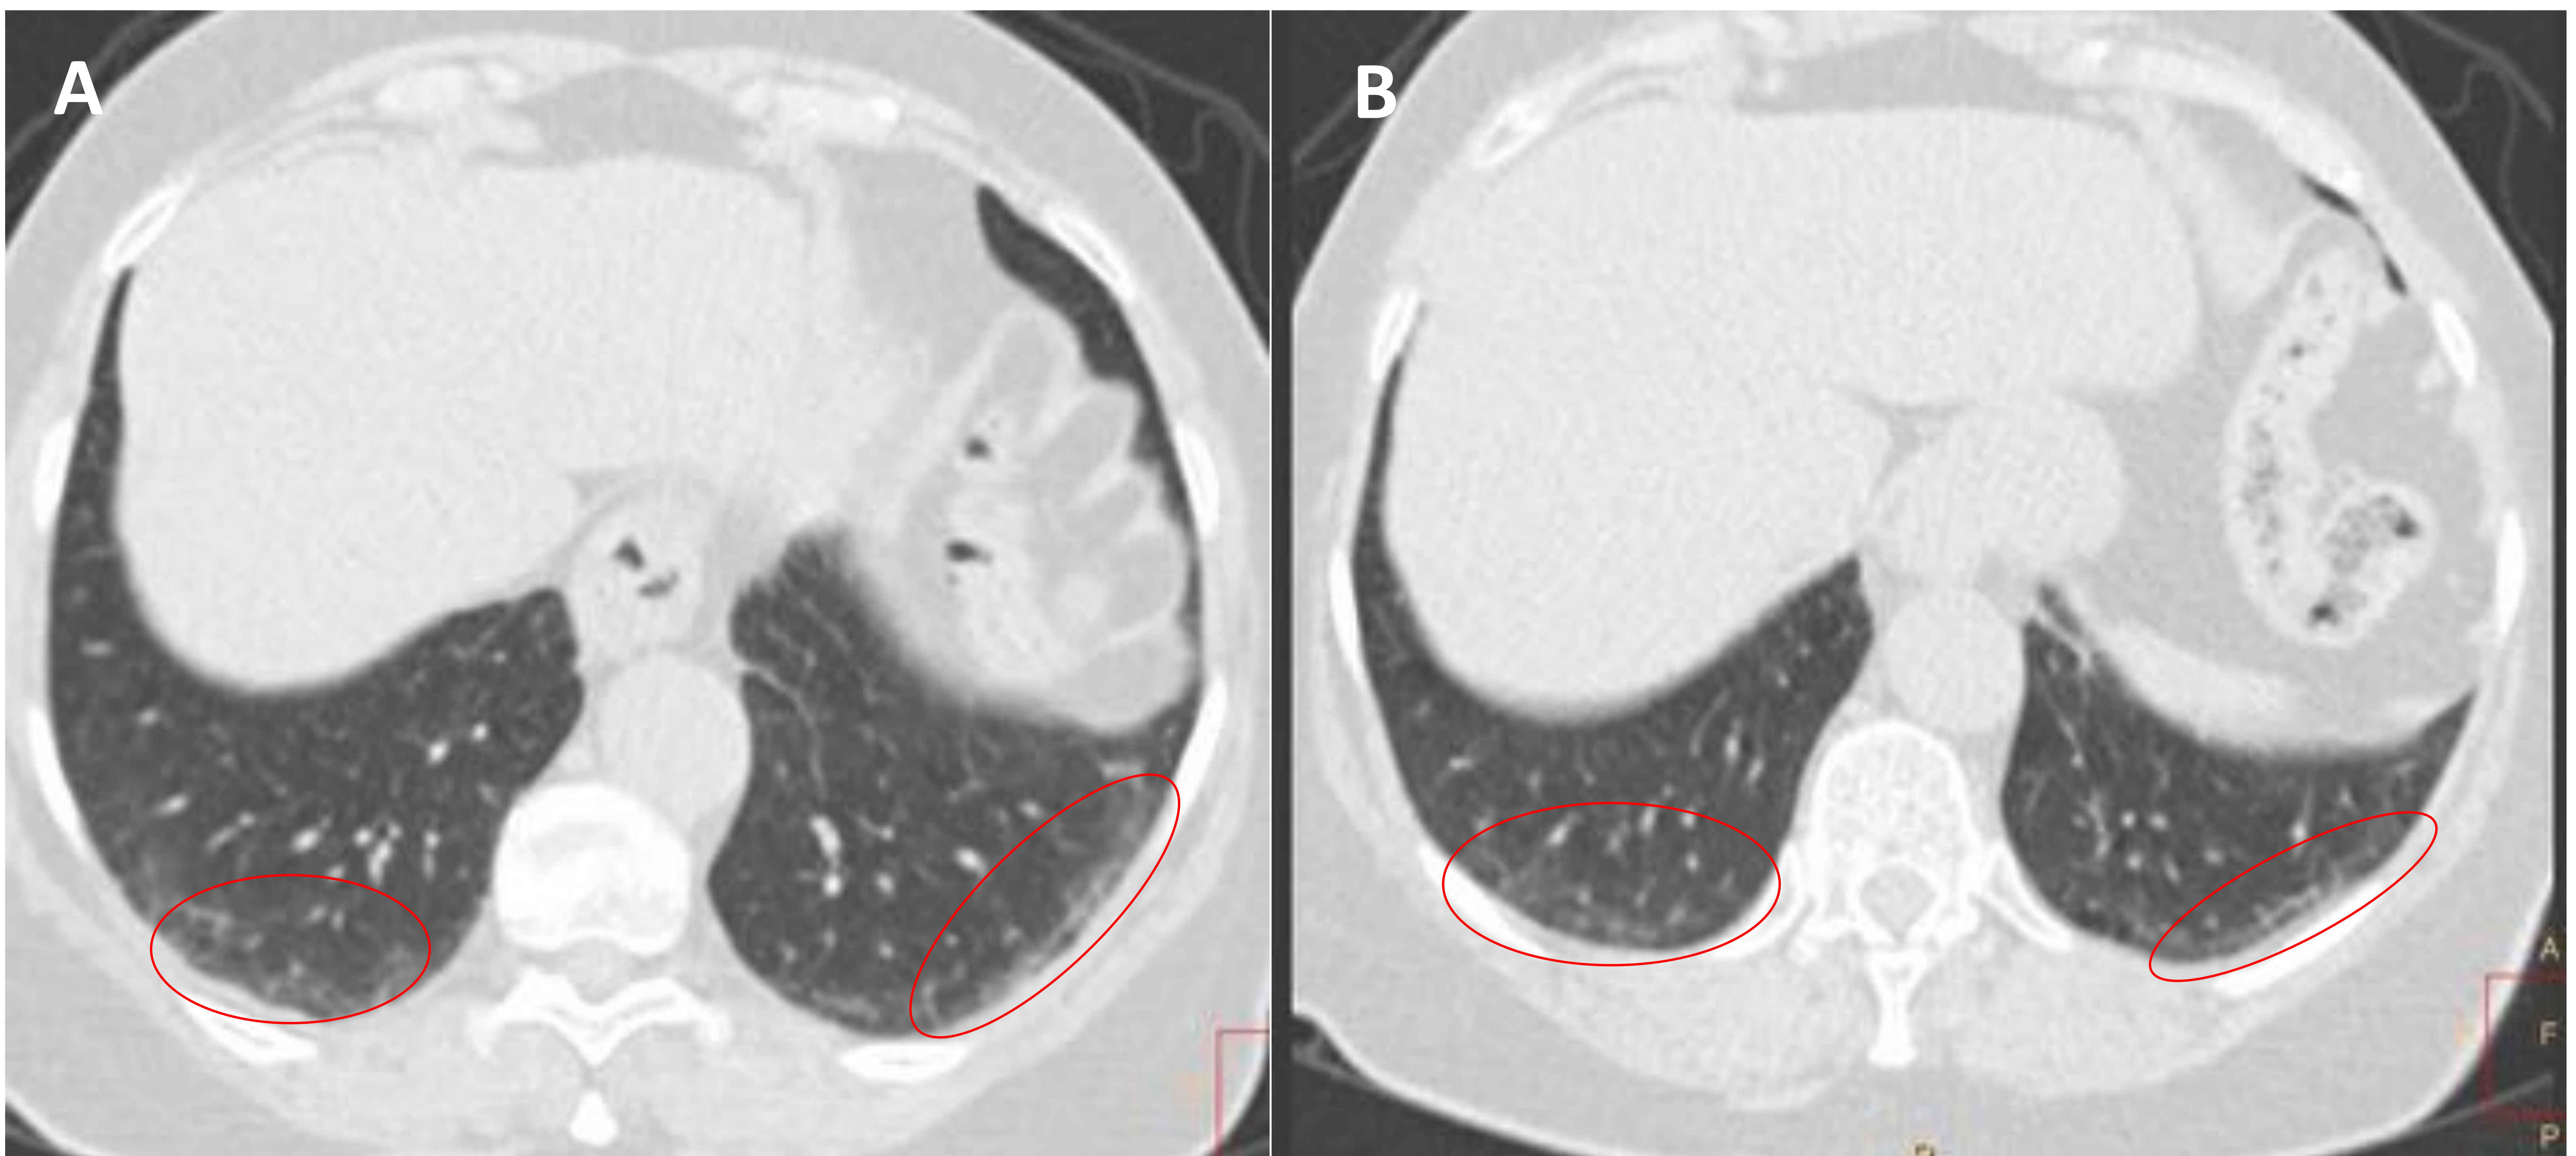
A) y B) TC torácica axial sin CIV con ventana de parénquima en el que se observa patrón intersticial en las zonas declives de ambas bases pulmonares con engrosamiento de septos (círculos), hallazgos sugestivos de posible neumopatía intersticial.
